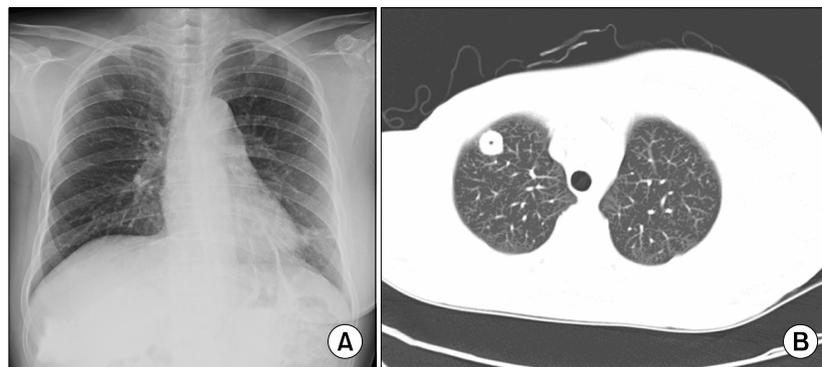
(A) Chest PA shows nodular density in right upper lobe. (B) Chest CT shows round nodule with central air density in right upper lobe.
